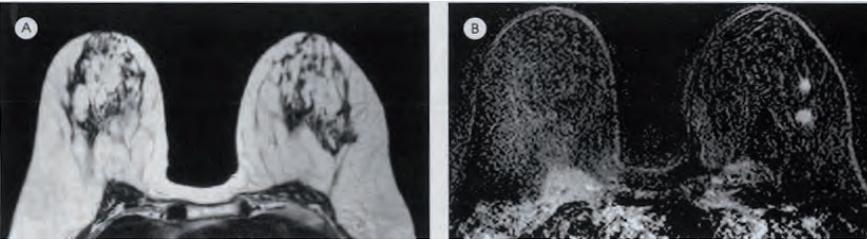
bis. RM esempio di plurime lesioni caratterizzate da enhancement maligno
